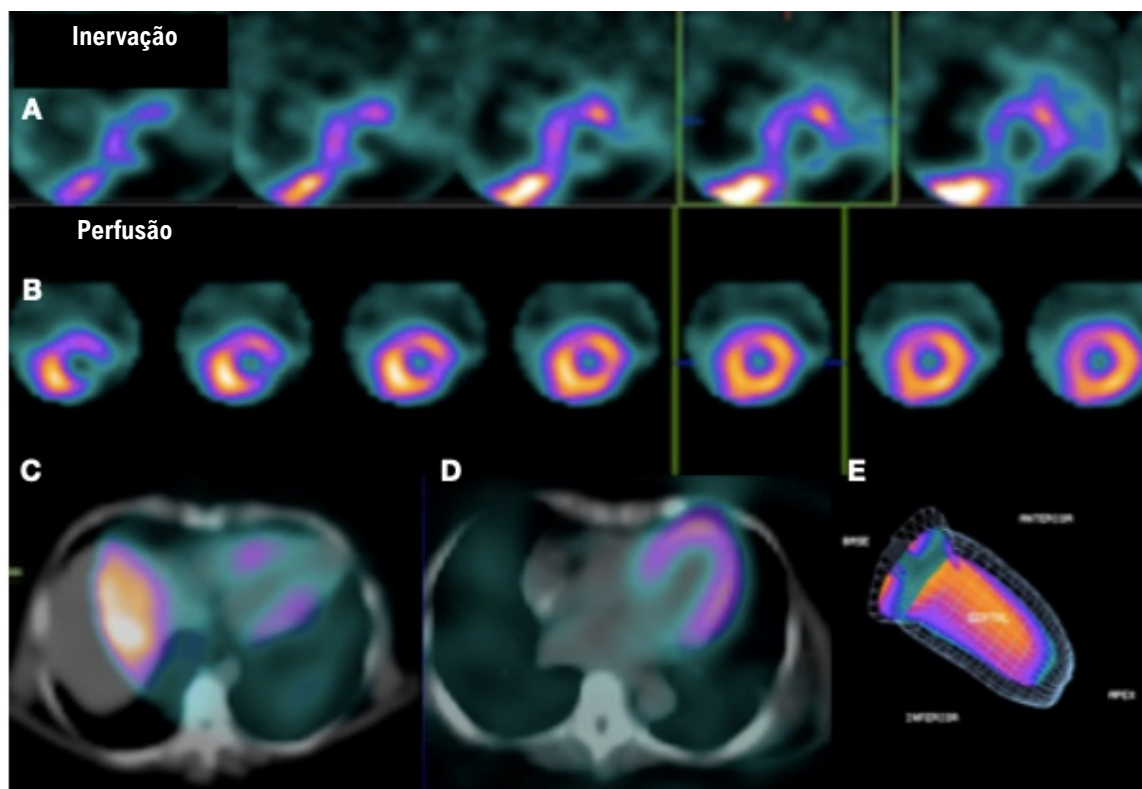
Eixos curtos da cintilografia com mIBG e da cintilografia com MIBI mostrando um comprometimento extenso na inervação simpática miocárdica nos segmentos apicais, inferiores e infero-laterais (A), com perfusão miocárdica preservada (B); correspondente nas imagens de fusão do SPECT/TC com mIBG (C) e com MIBI (D), indicando mismatch denervação/perfusão significativo em um paciente com cardiopatia chagásica crônica e arritmia ventricular. Reconstrução tridimensional do ventrículo esquerdo pela técnica do gated-SPECT para avaliação da função sistólica ventricular (E).
